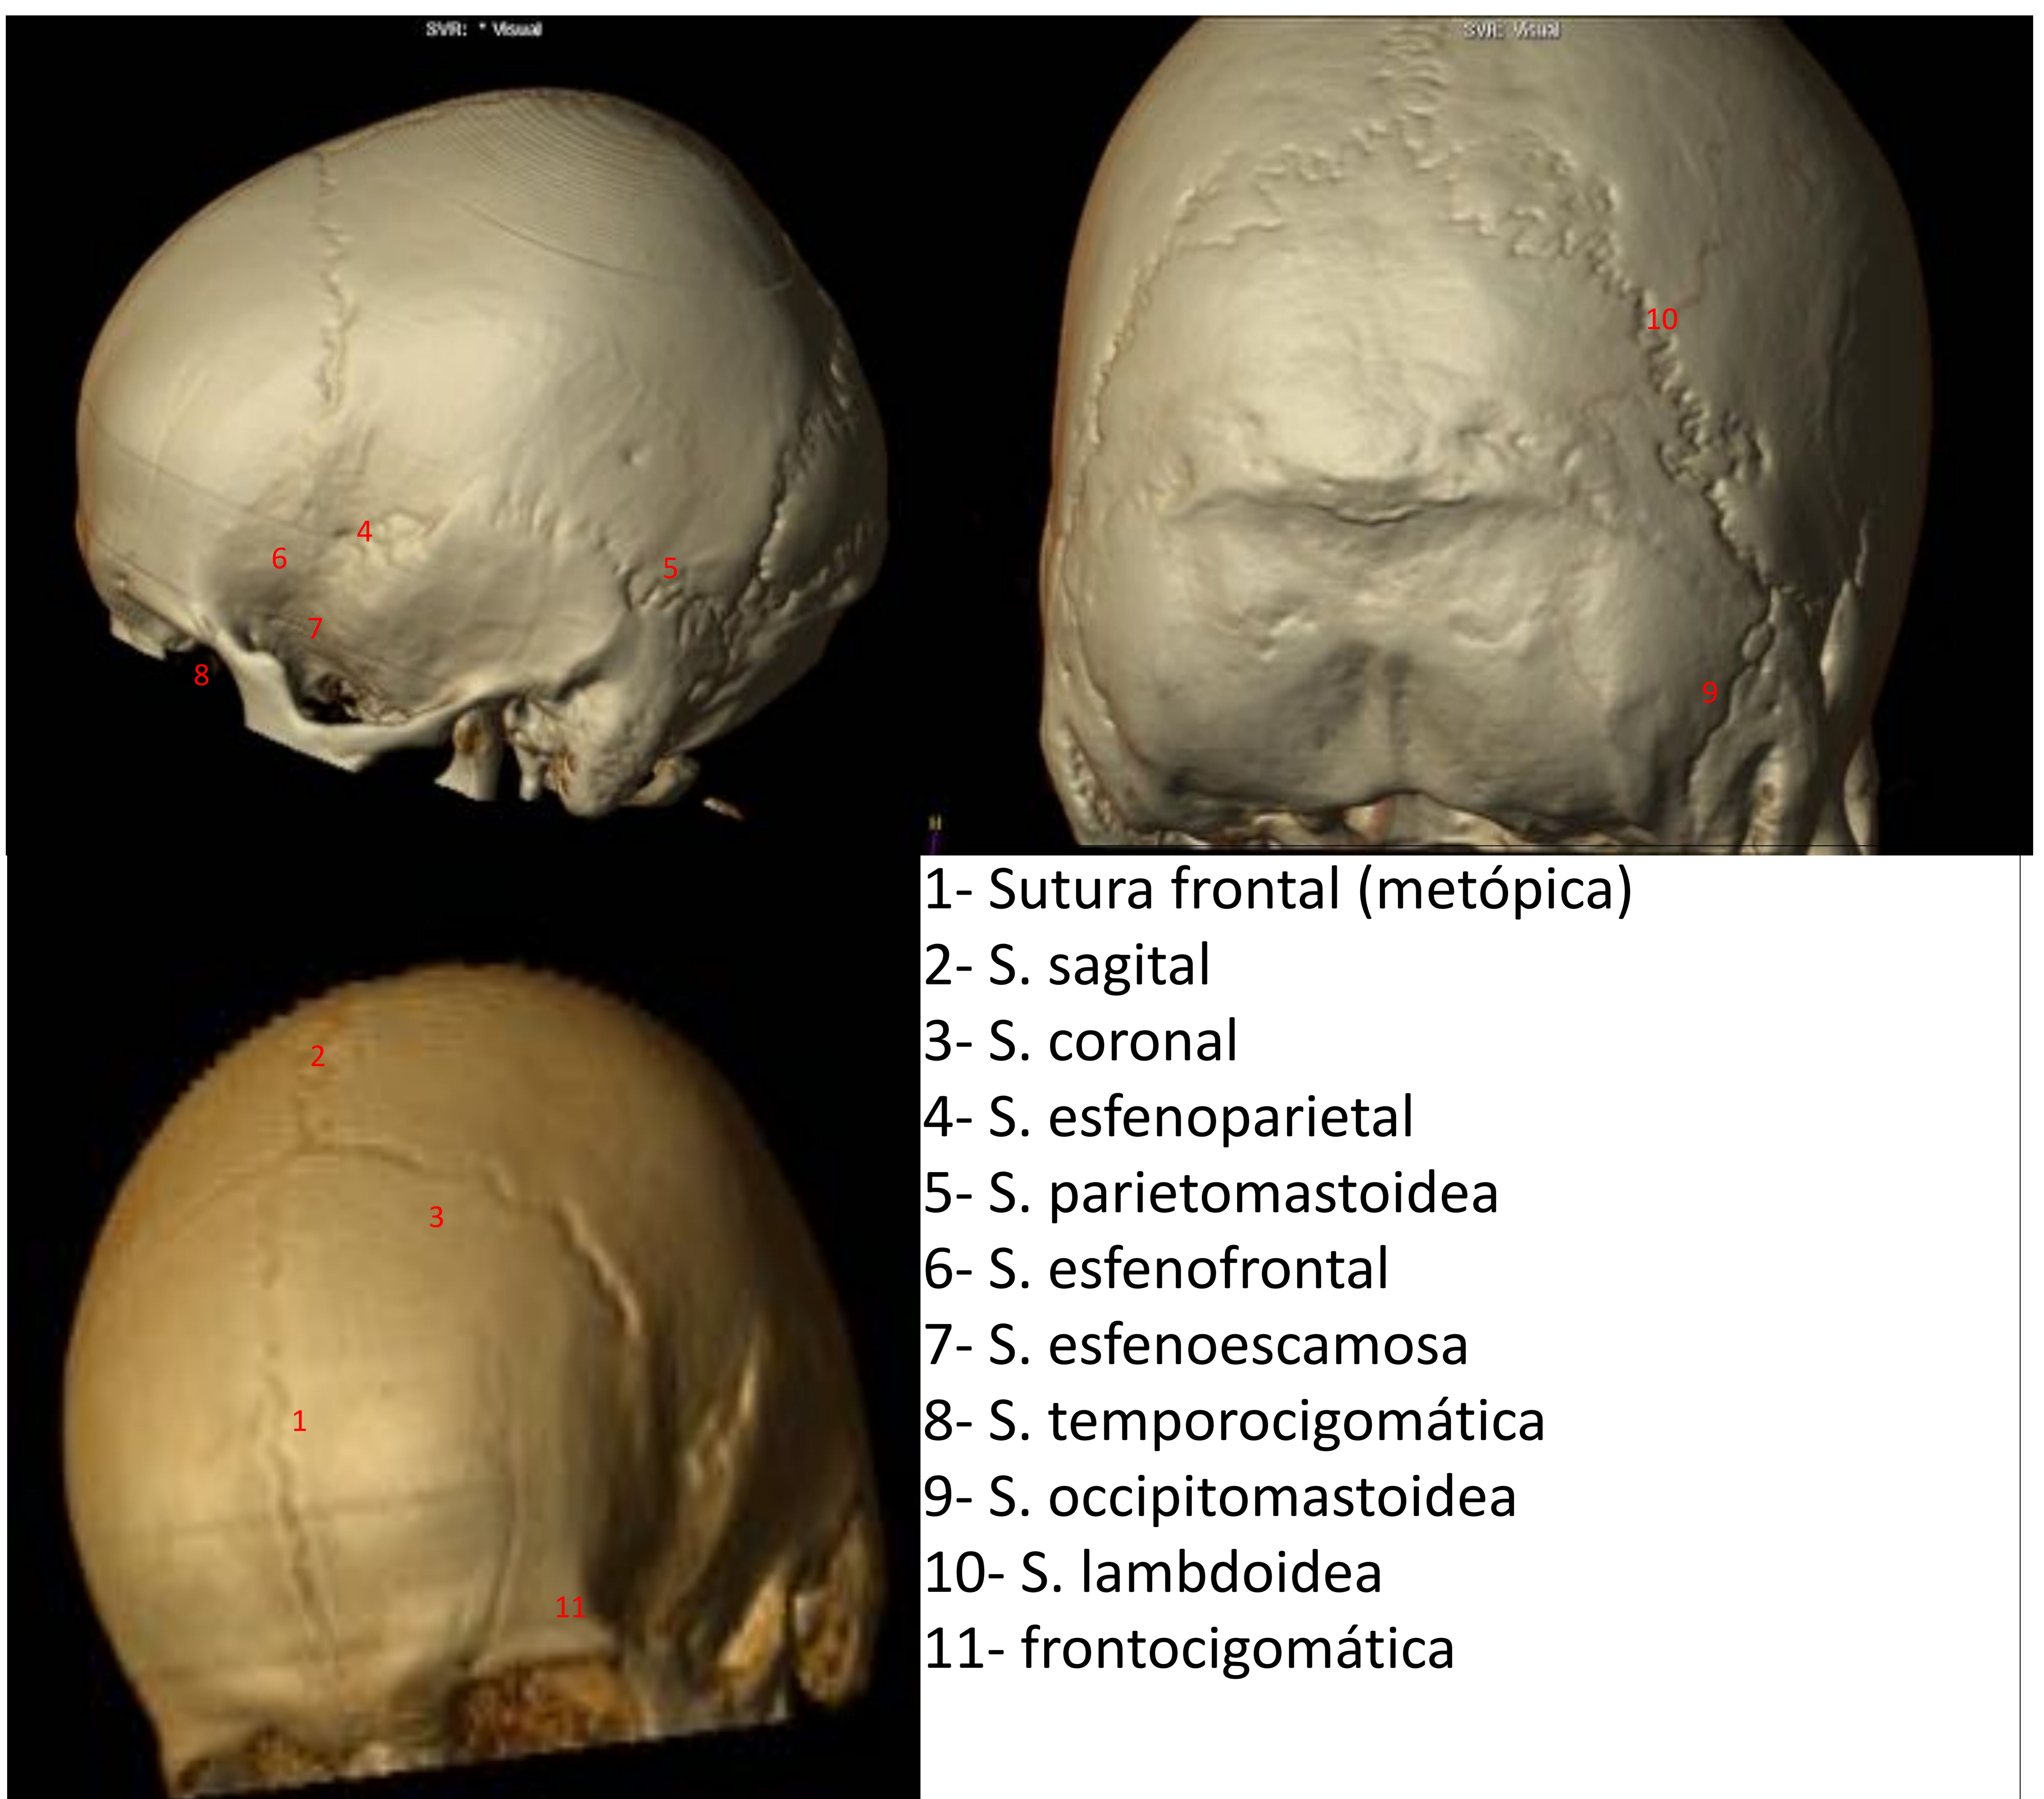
Reconstrucciones volumétricas de un TC donde podemos reconocer las principales suturas.
